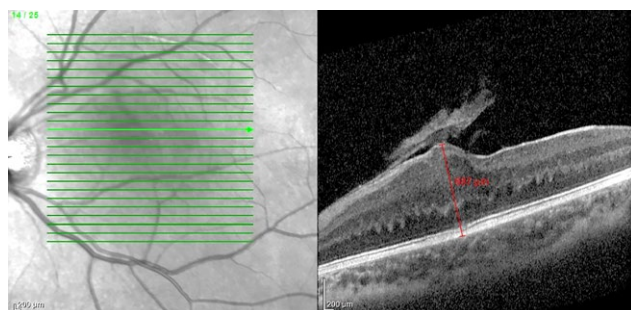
Оптическая когерентная томограмма сетчатки ребёнка 4 лет с комбинированной гамартомой сетчатки и ретиального пигментного эпителия: деформация витреоретинального профиля макулярной зоны, эпиретинальная мембрана, треугольные гиперрефлективные изменения в наружном ядерном слое («зубы акулы»). Максимально скорректированная острота зрения 0,03.
